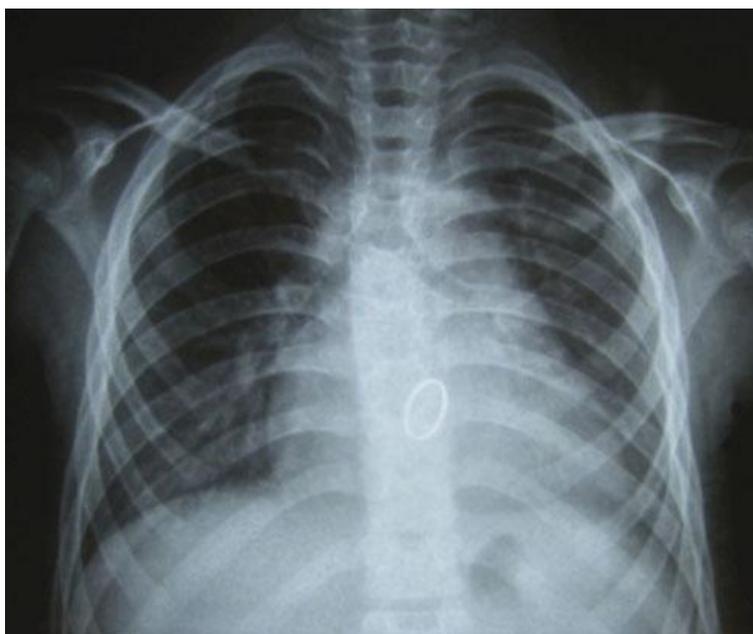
Рентгенограмма. Переднезадняя проекция.
